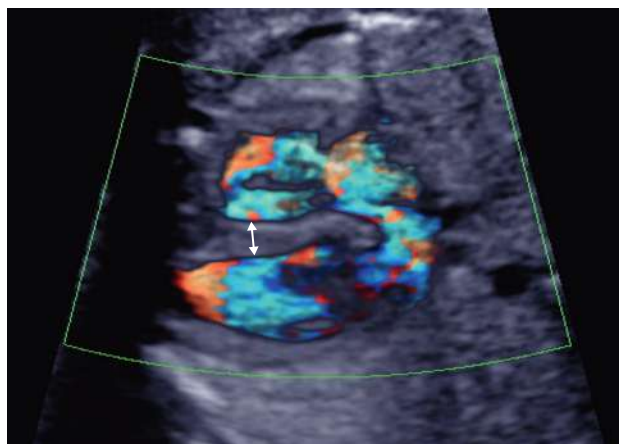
Mesure du septum interventriculaire. 27 SA. Le Doppler couleur permet de bien individualiser les parois du septum interventriculaire dont on peut mesurer l'épaisseur (\leftrightarrow).
